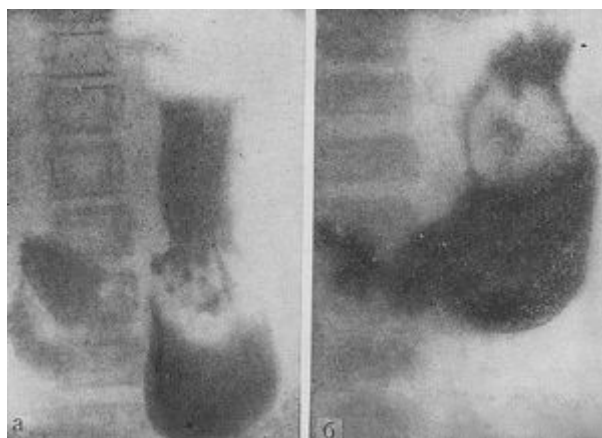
Рентгенограммы желудка ребенка 11 лет. а – дефект наполнения в области тела желудка; б – смещение дефекта наполнения вверх при пальпации
